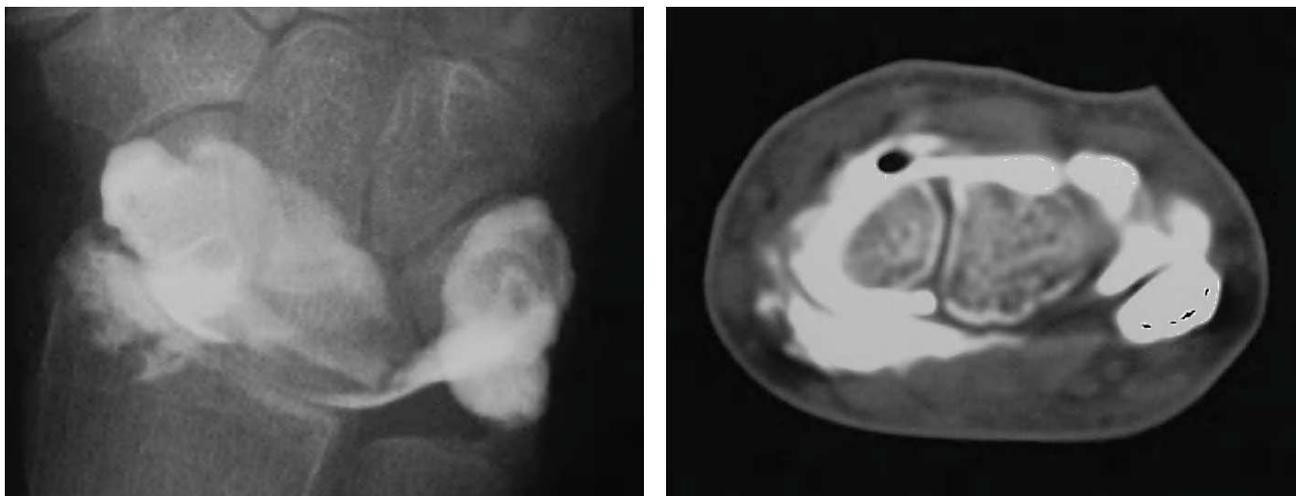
Caso 1. Arthrografía y artro-TC negativas.
